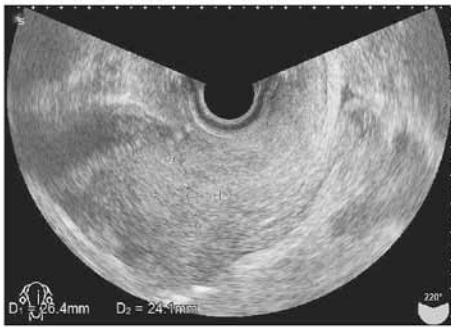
初診時の経膈超音波像. 内膜肥厚を認める。
